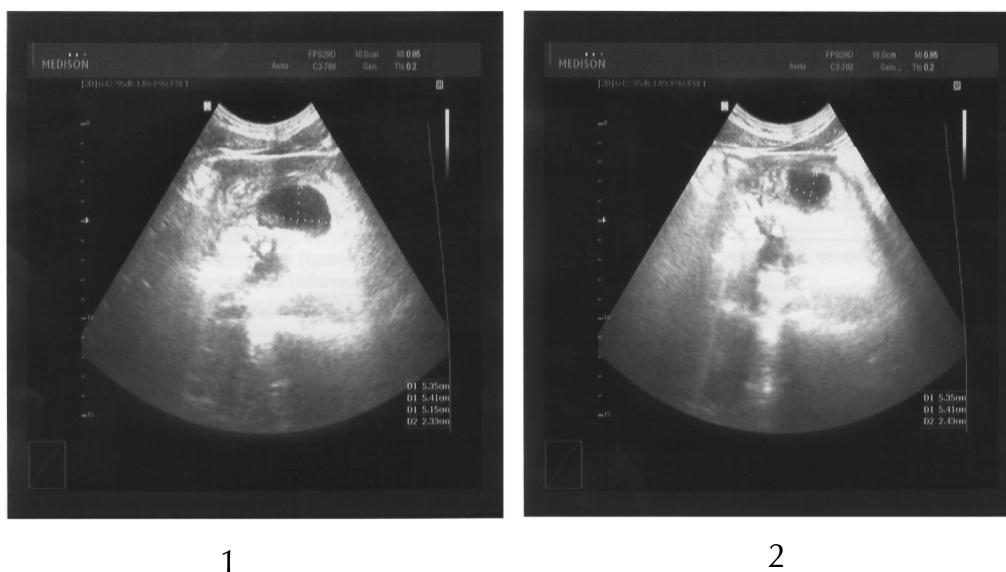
УЗИ больного М. – киста головки ПЖ: 1 – до операции, 2 – после операции
